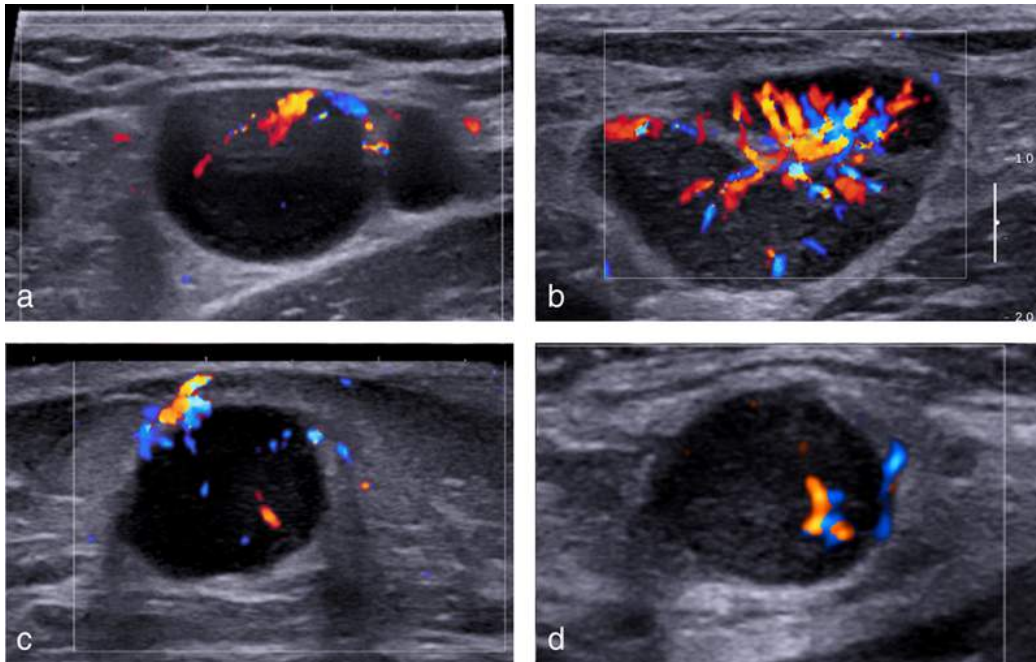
Adénopathie inguinale métastatique d'un carcinome épidermoïde (a) et d'une maladie de Hodgkin (b), d'un lymphome B folliculaire (c) et adénomégalie inflammatoire réactionnelle (d). Ces 4 adénopathies ont un aspect comparable : arrondies ou à contours irréguliers, hypoéchogènes, vascularisées au Doppler couleur.
